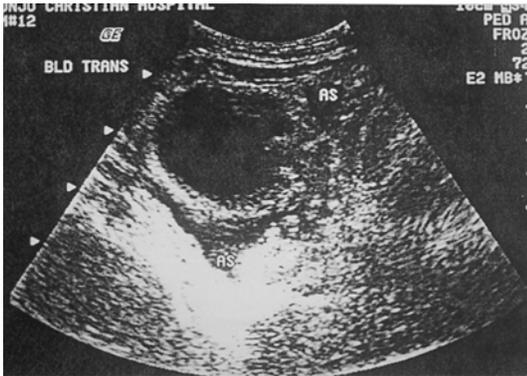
Sonogram showing fluid collection in pelvic fossa & GB fossa.
